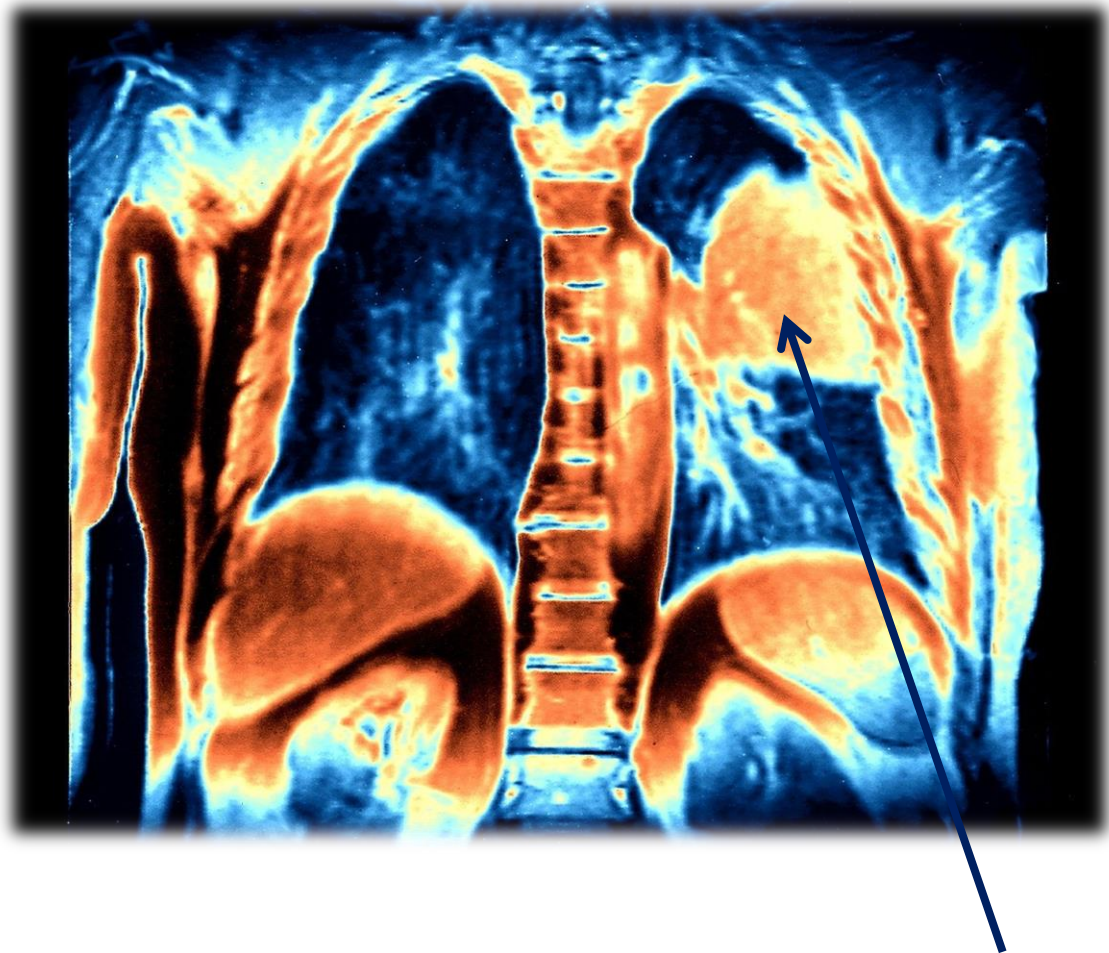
Imagen (coloreada) de una tomografía torácica que muestra una masa tumoral
